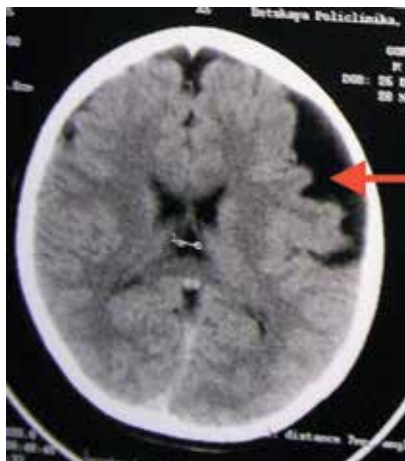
Пациент Д., 9 лет. Результаты компьютерной томографии головного мозга: врожденная субарахноидальная киста левой лобно-височной области (указана красной стрелкой)
